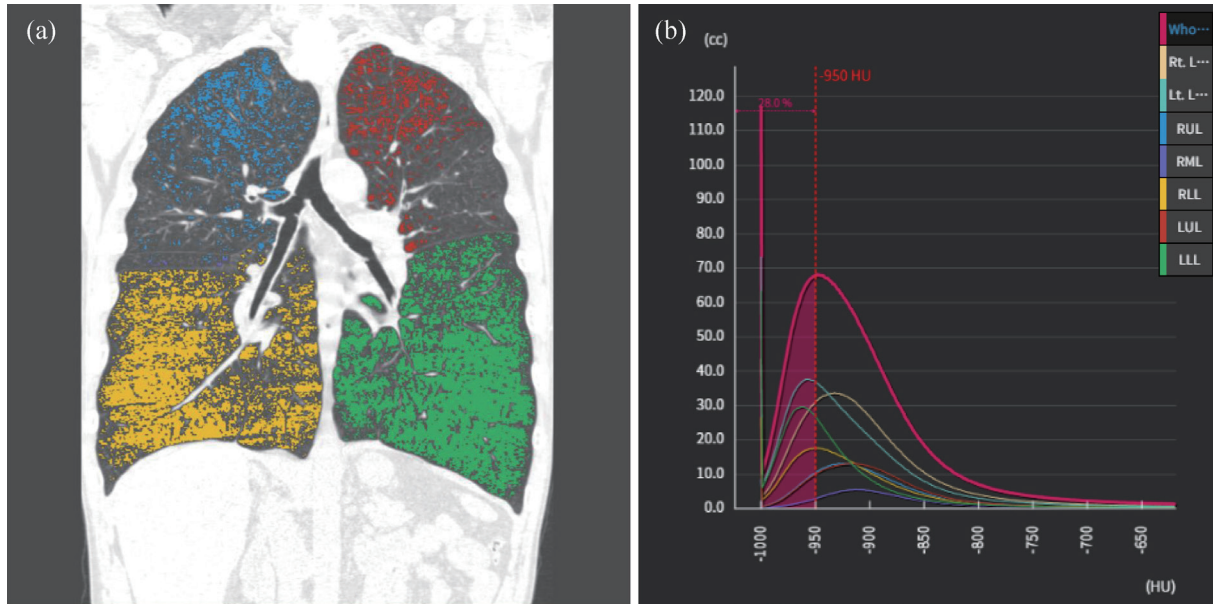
Emphysema measurement of a patient with GOLD stage 4 on CT. (a) Different colors in coronal image represent different lobes with emphysema less than -950 HU. (b) Histogram of segmented lung. It shows that percentage of less than -950 HU is 28% of total lung volume.
